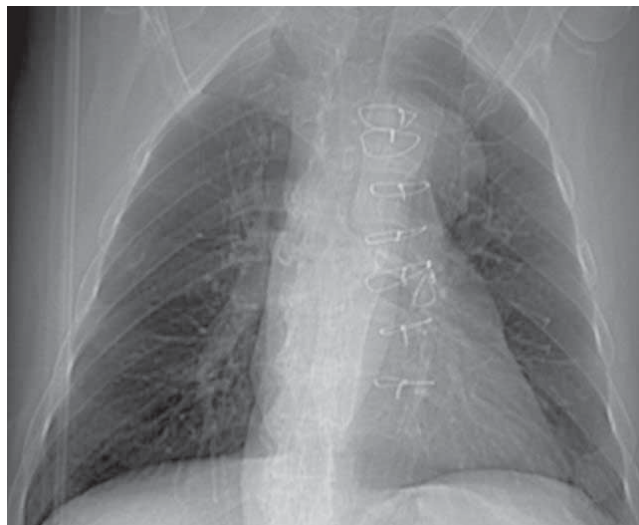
Radiografía de tórax donde se observa ensanchamiento mediastinal, prominencia del botón aórtico y desviación traqueal hacia la derecha.
